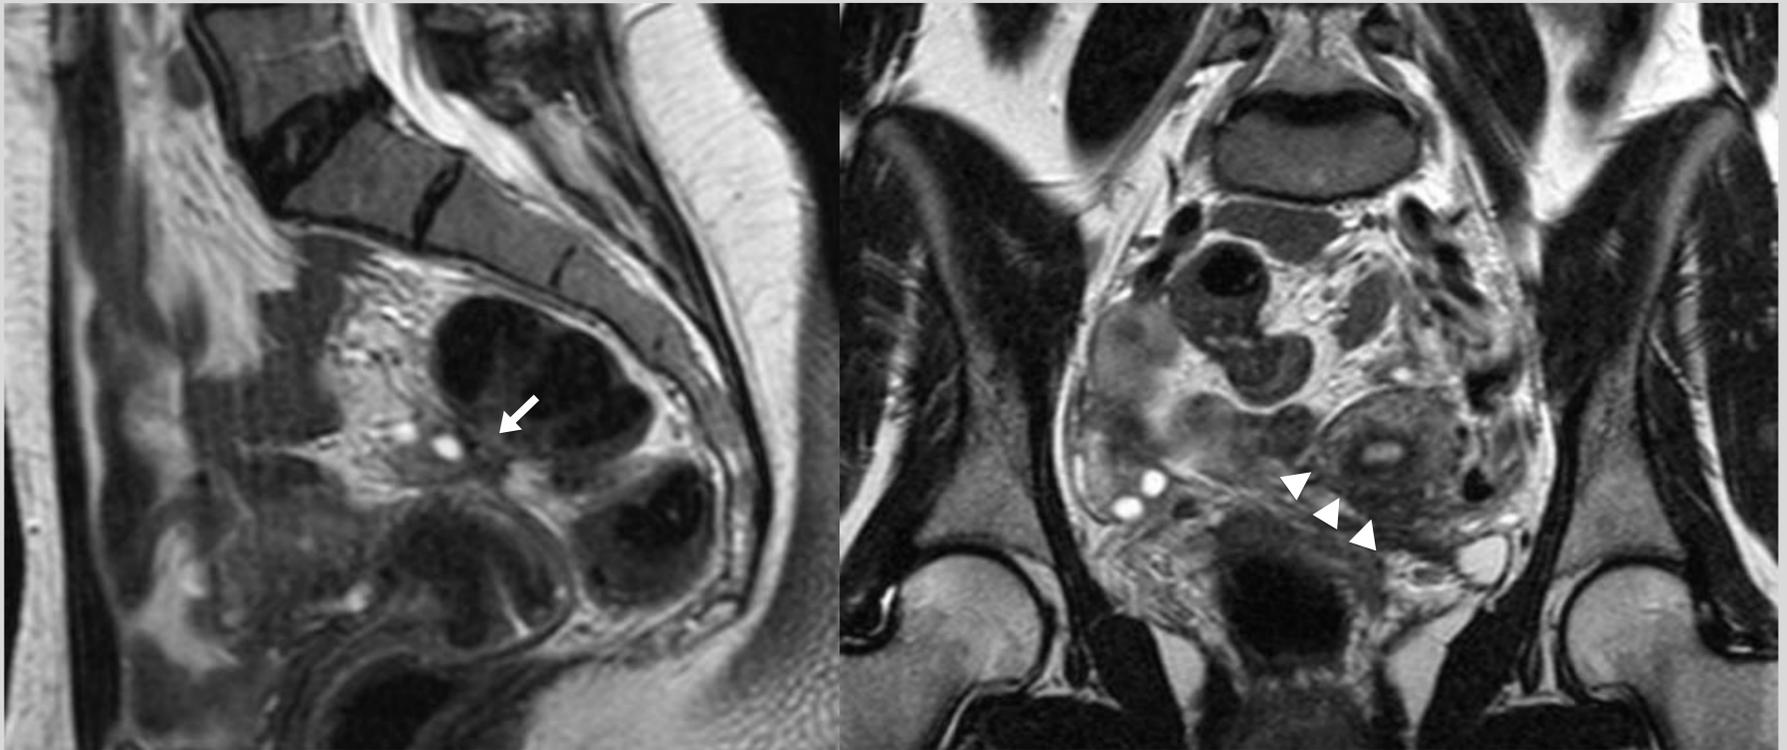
Endometriosis profunda en compartimento posterior donde se visualiza un nódulo fibrótico en saco de Douglas (flecha) que condiciona una retracción uterina hacia la izquierda (cabezas de flecha). Imágenes de RM potenciadas en T2 en plano sagital (izquierda) y coronal (derecha).
